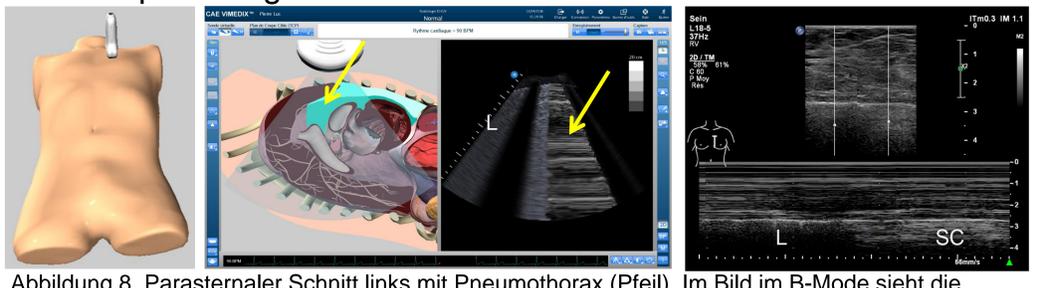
Parasternaler Schnitt links mit Pneumothorax (Pfeil). Im Bild im B-Mode sieht die ventilerte Lunge granulär aus (L). Im M-Mode führt der Pneu zu einem «Strichcode-Bild» (SC).
